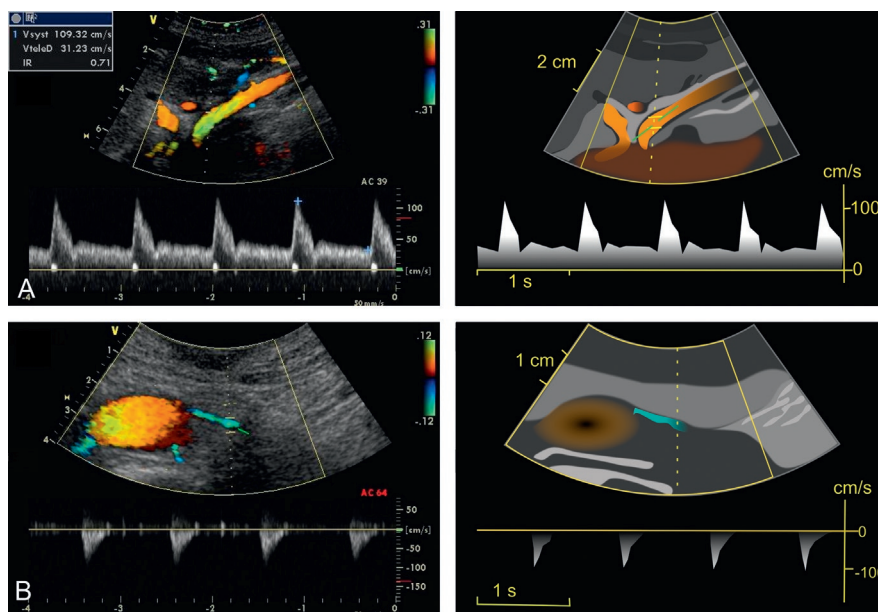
Image en Doppler couleur et enregistrement en Doppler à émission pulsée, chez un sujet normal, de l'artère mésentérique supérieure (A) et de l'artère mésentérique inférieure (B) dans leur portion tronculaire initiale.
